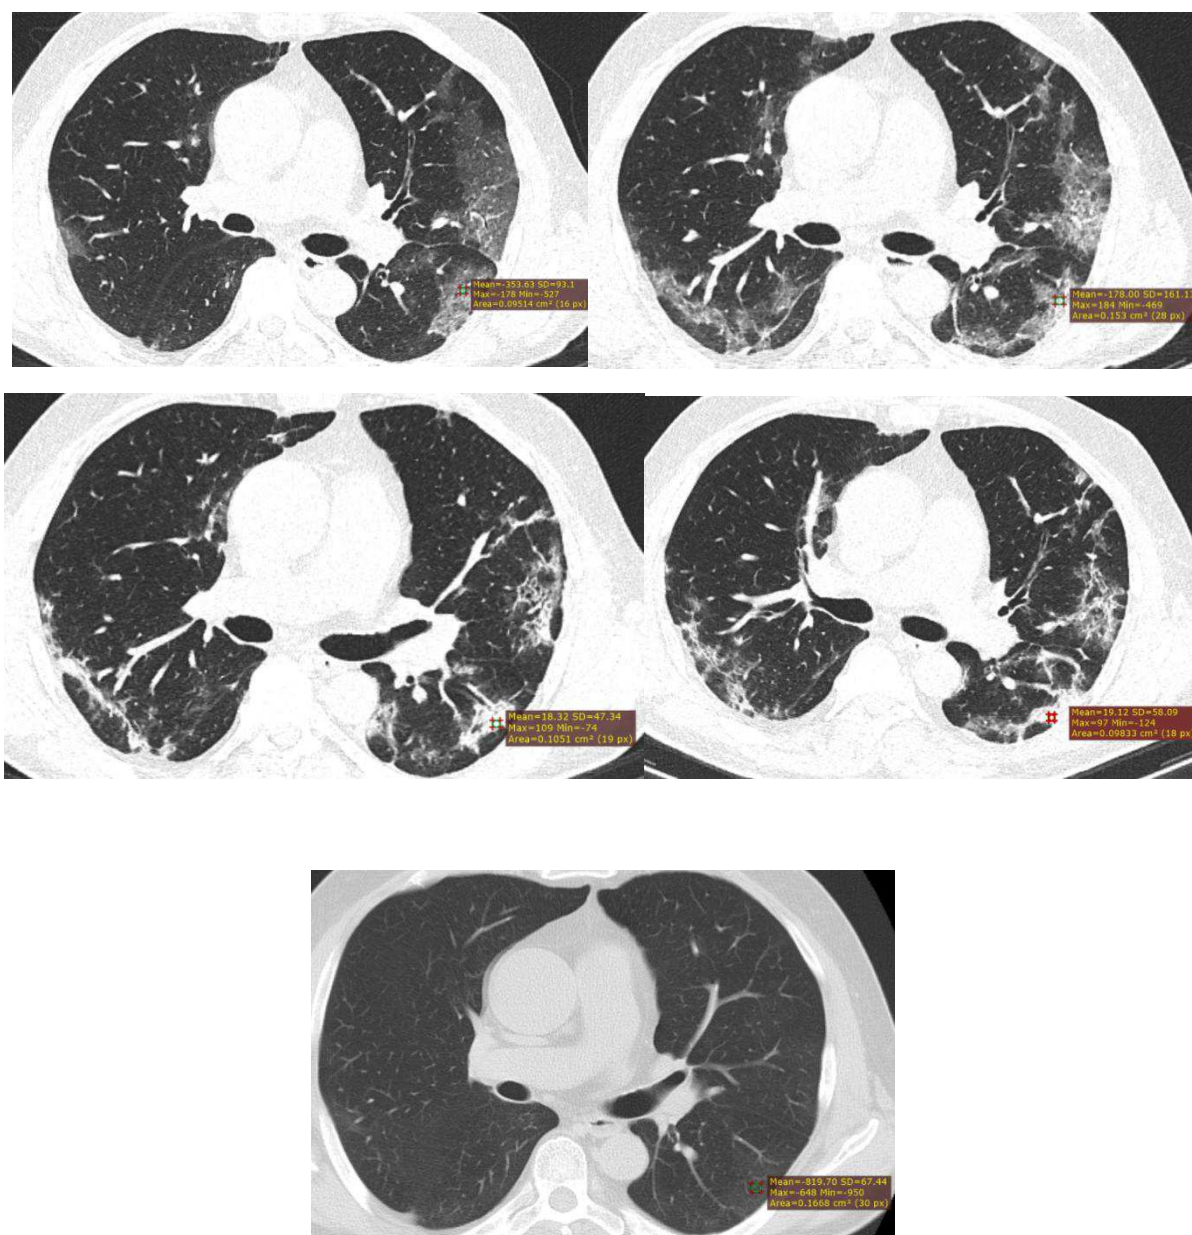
Рисунок А-1 Динамическое КТ-исследование легких пациента с подтвержденным Covid-19
